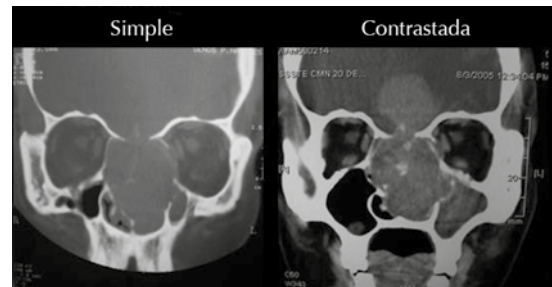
Tomografías, cortes coronales: densidad de tejidos blandos de las mismas características.
